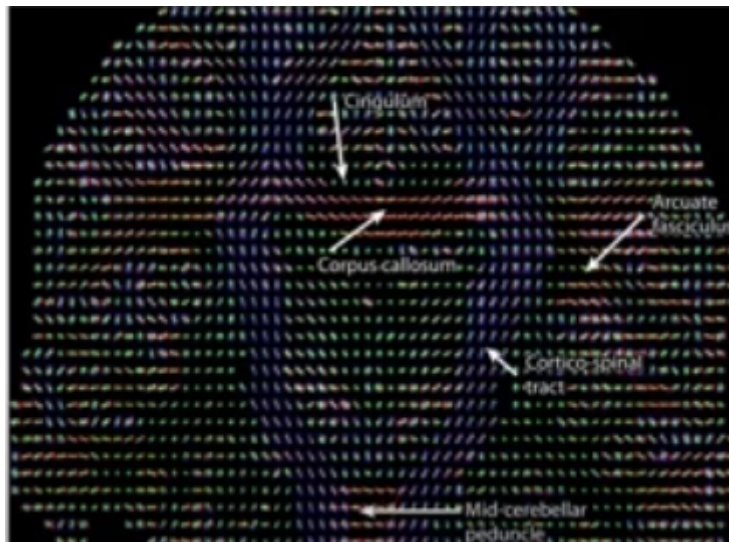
Representação dos elipsóides para cada voxel da imagem. A cor indica a direção preferencial da difusão. As setas indicam tratos axonais estimados por essa representação. Figura adaptada de: Hagmann P et al. Radiographics 2006;26:S205-S223.
